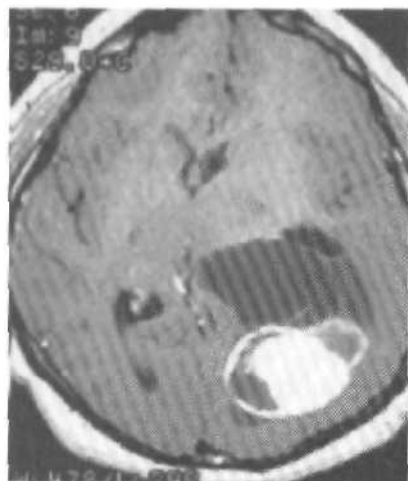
МРТ (T_1 -режим) с контрастным усилением. Плеоморфная ксантоастроцитома теменно-затылочной области слева.
